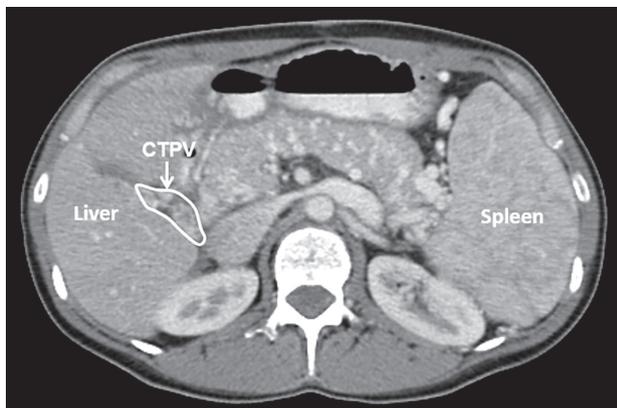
Пациентка Н. Кавернозная трансформация воротной вены (указано стрелкой) и спленомегалия по данным компьютерной томографии
